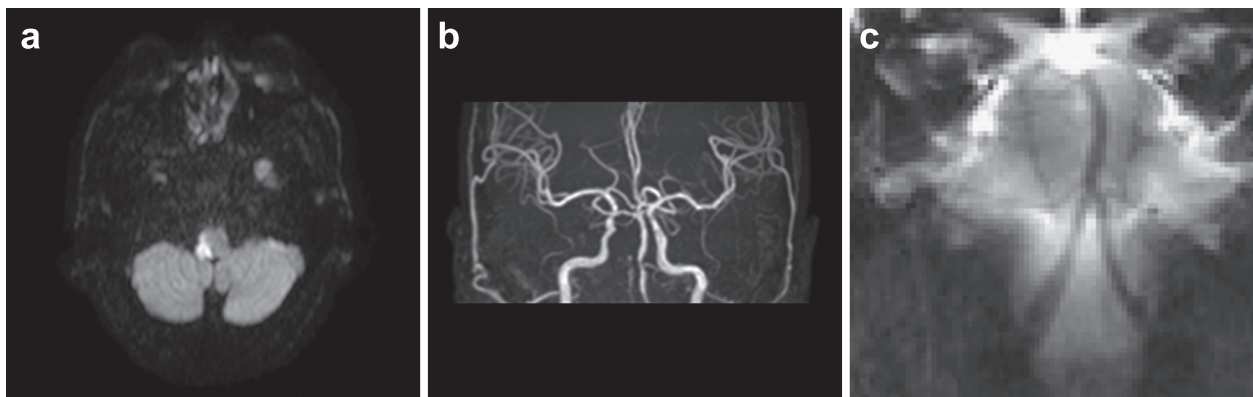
MR image obtained on day 3 of the illness.
